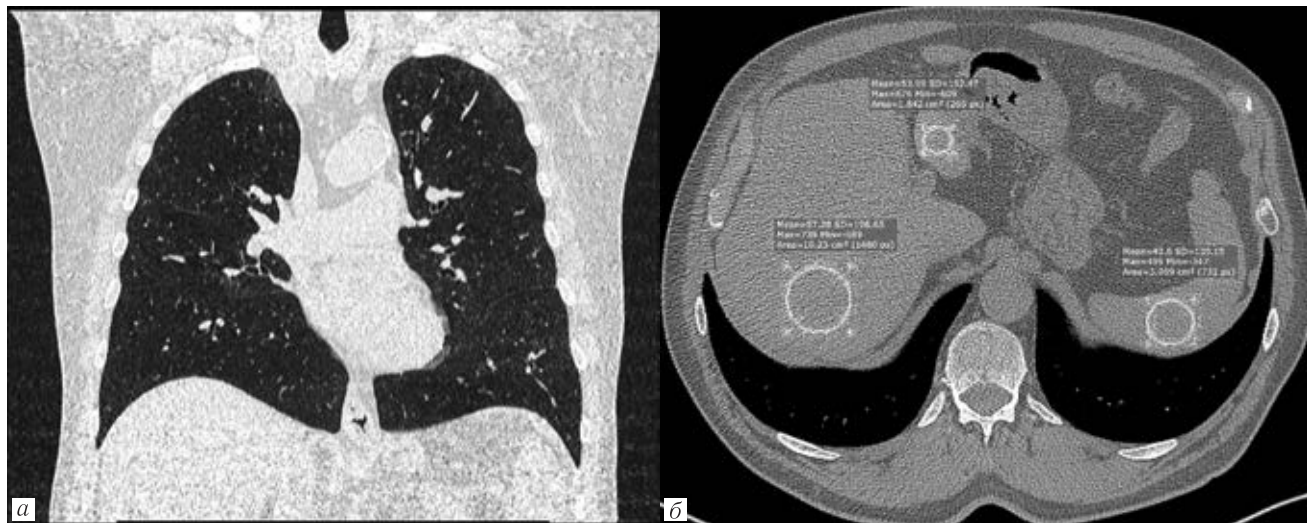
Тот же больной. На фоне динамического амбулаторного наблюдения и приема ребамипида (8 недель) Выполнено стандартное компьютерно-томографическое исследование органов грудной клетки (протокол Thorax, E=4,62 мЗв): а — мультипланарная реконструкция, корональная плоскость, отмечено полное отсутствие изменений легочной ткани, а также нормализация состояния кишки; б — индекс соотношения плотности печени к селезенке (ИСППС) составил 1,37 усл. ед., уменьшились размеры печени
